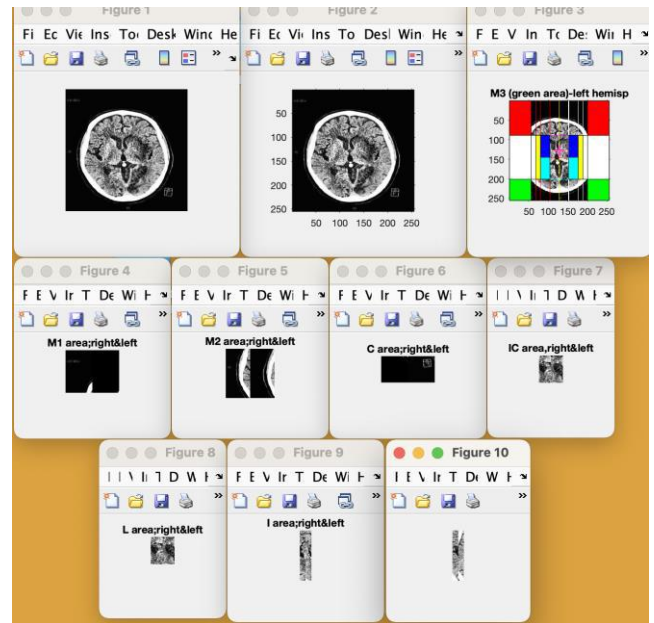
After image processing, from stroke scoring process, results for 4th ventricle CT image
